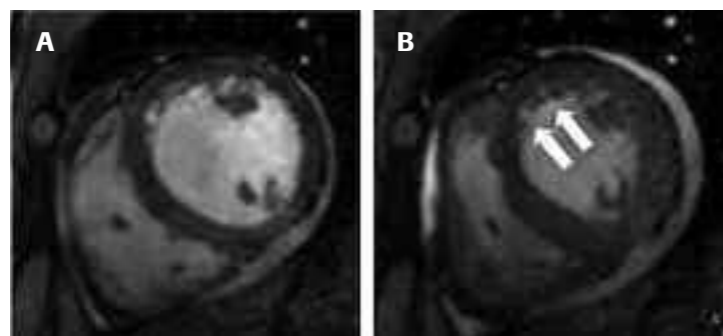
Frame diastolico (A) e sistolico (B) in asse corto (sezione media) di una sequenza cinetica steady-state free-precession (SSFP) in cui si può notare l'acinesia della parete anteriore indicata dalle frecce bianche. Modificata da Lockie T, Nagel E, Redwood S, Plein S. Use of Cardiovascular Magnetic Resonance Imaging in Acute Coronary Syndromes. *Circulation* 2009; 119: 1671-1681.
